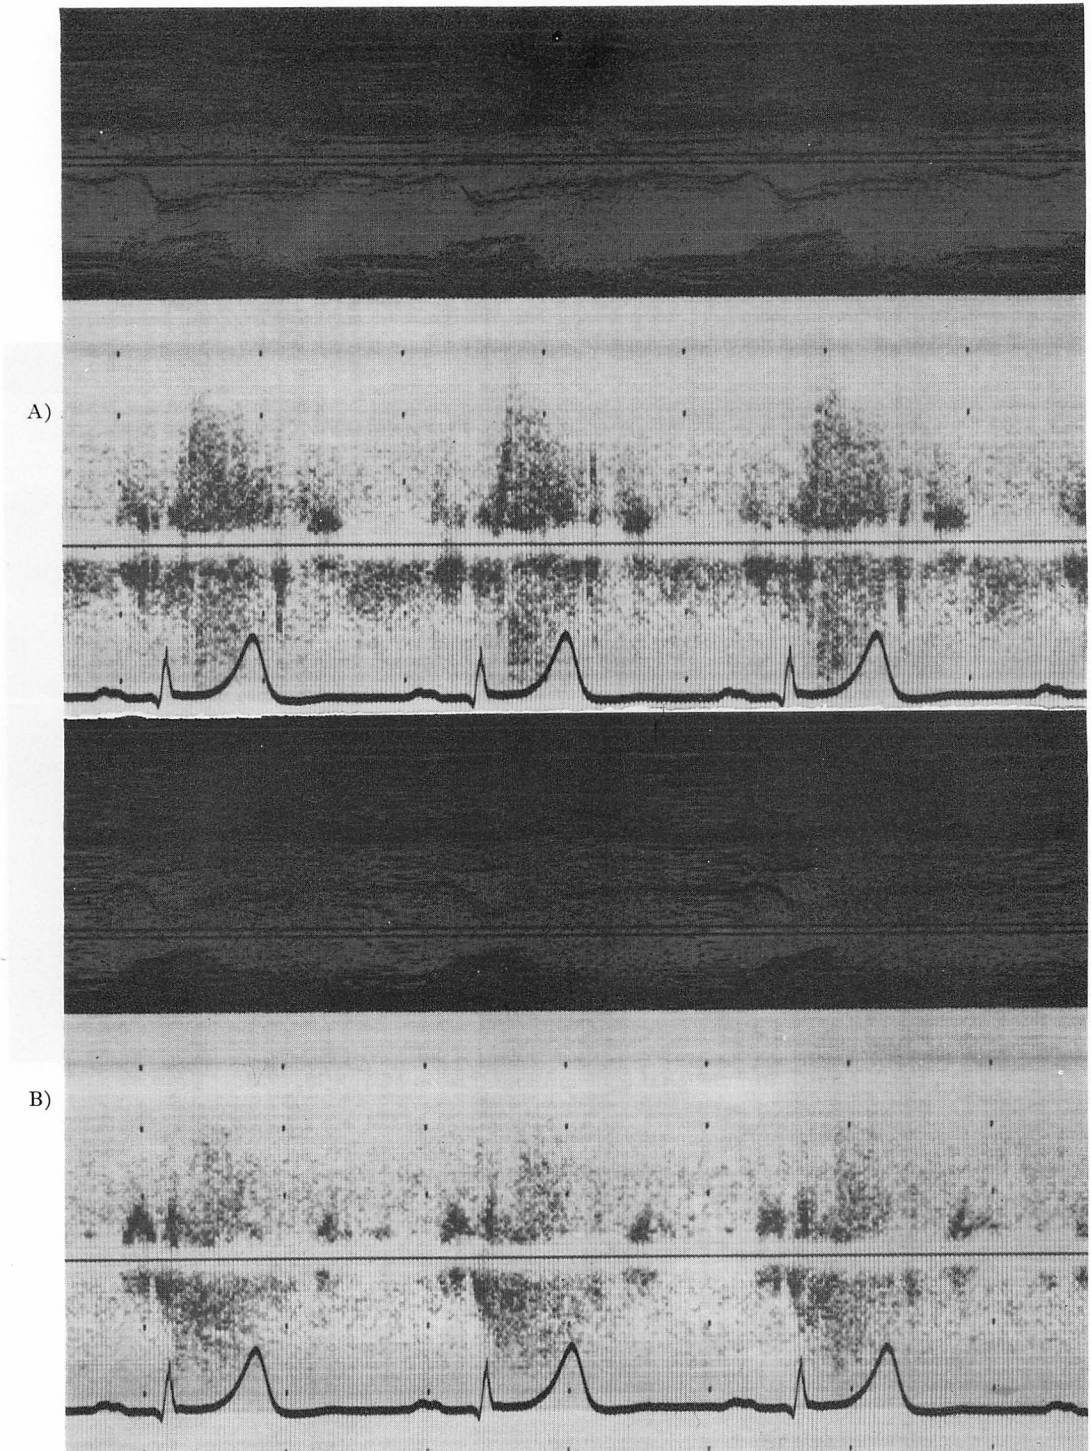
Pulsed Doppler echocardiograms.
